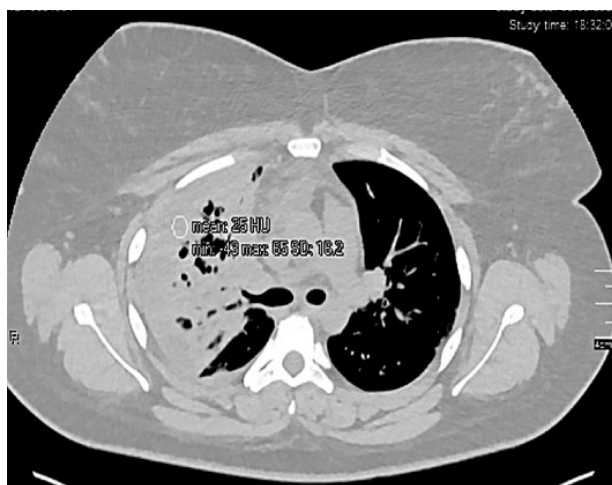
КТ ОГК пацієнтки К. при госпіталізації 02.02.2022 р. Аксіальний зріз
